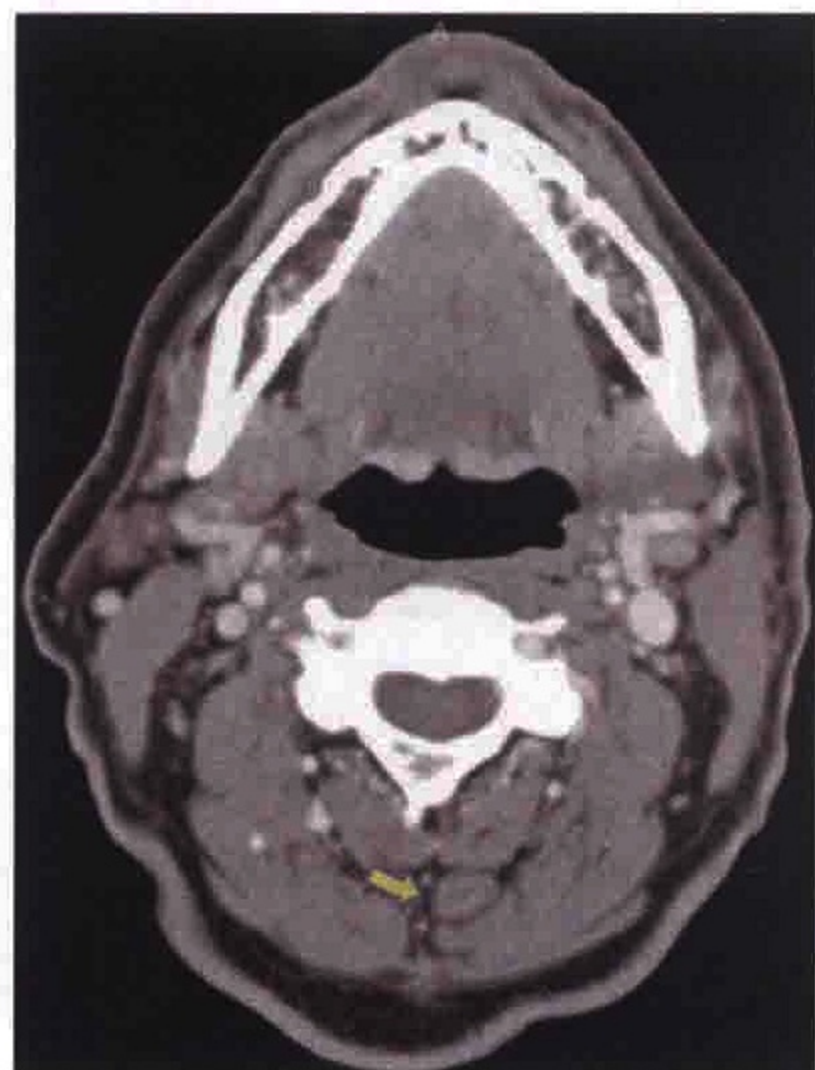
横轴位 CT 图像示可能被误认为颈部淋巴结的颈后区血管瘤（箭）
